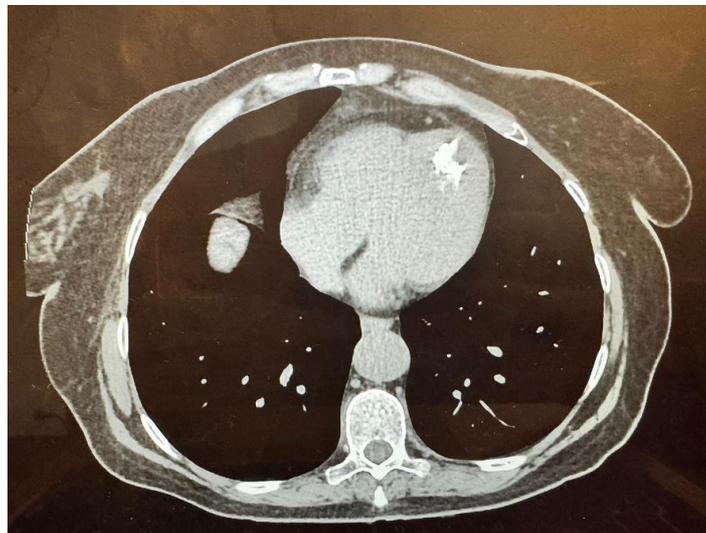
Tomografía axial computada de tórax, donde se evidencia imagen hiperrefringente en la punta del ventrículo izquierdo.
